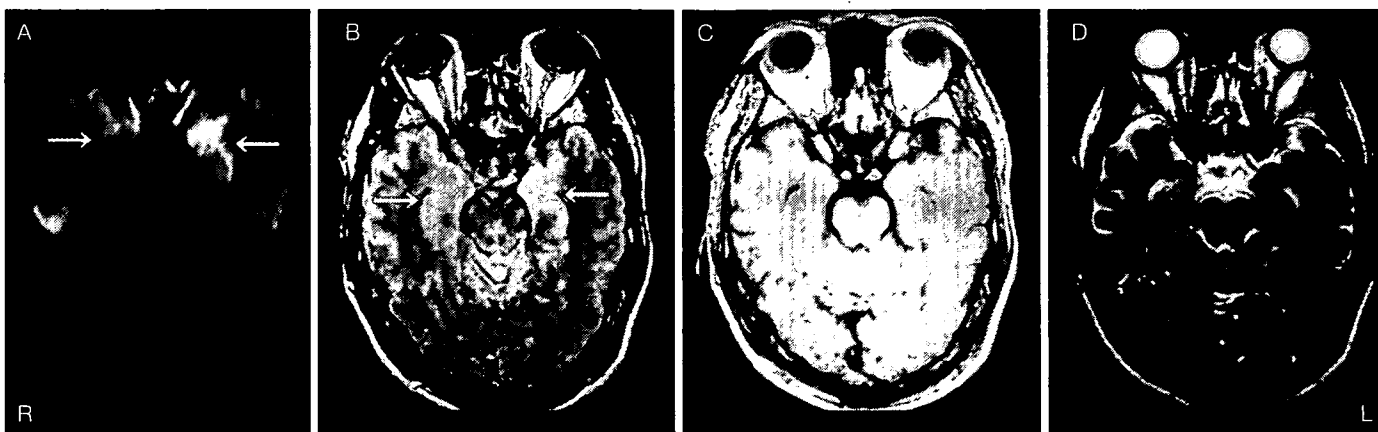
Brain MRI on the 1st day
